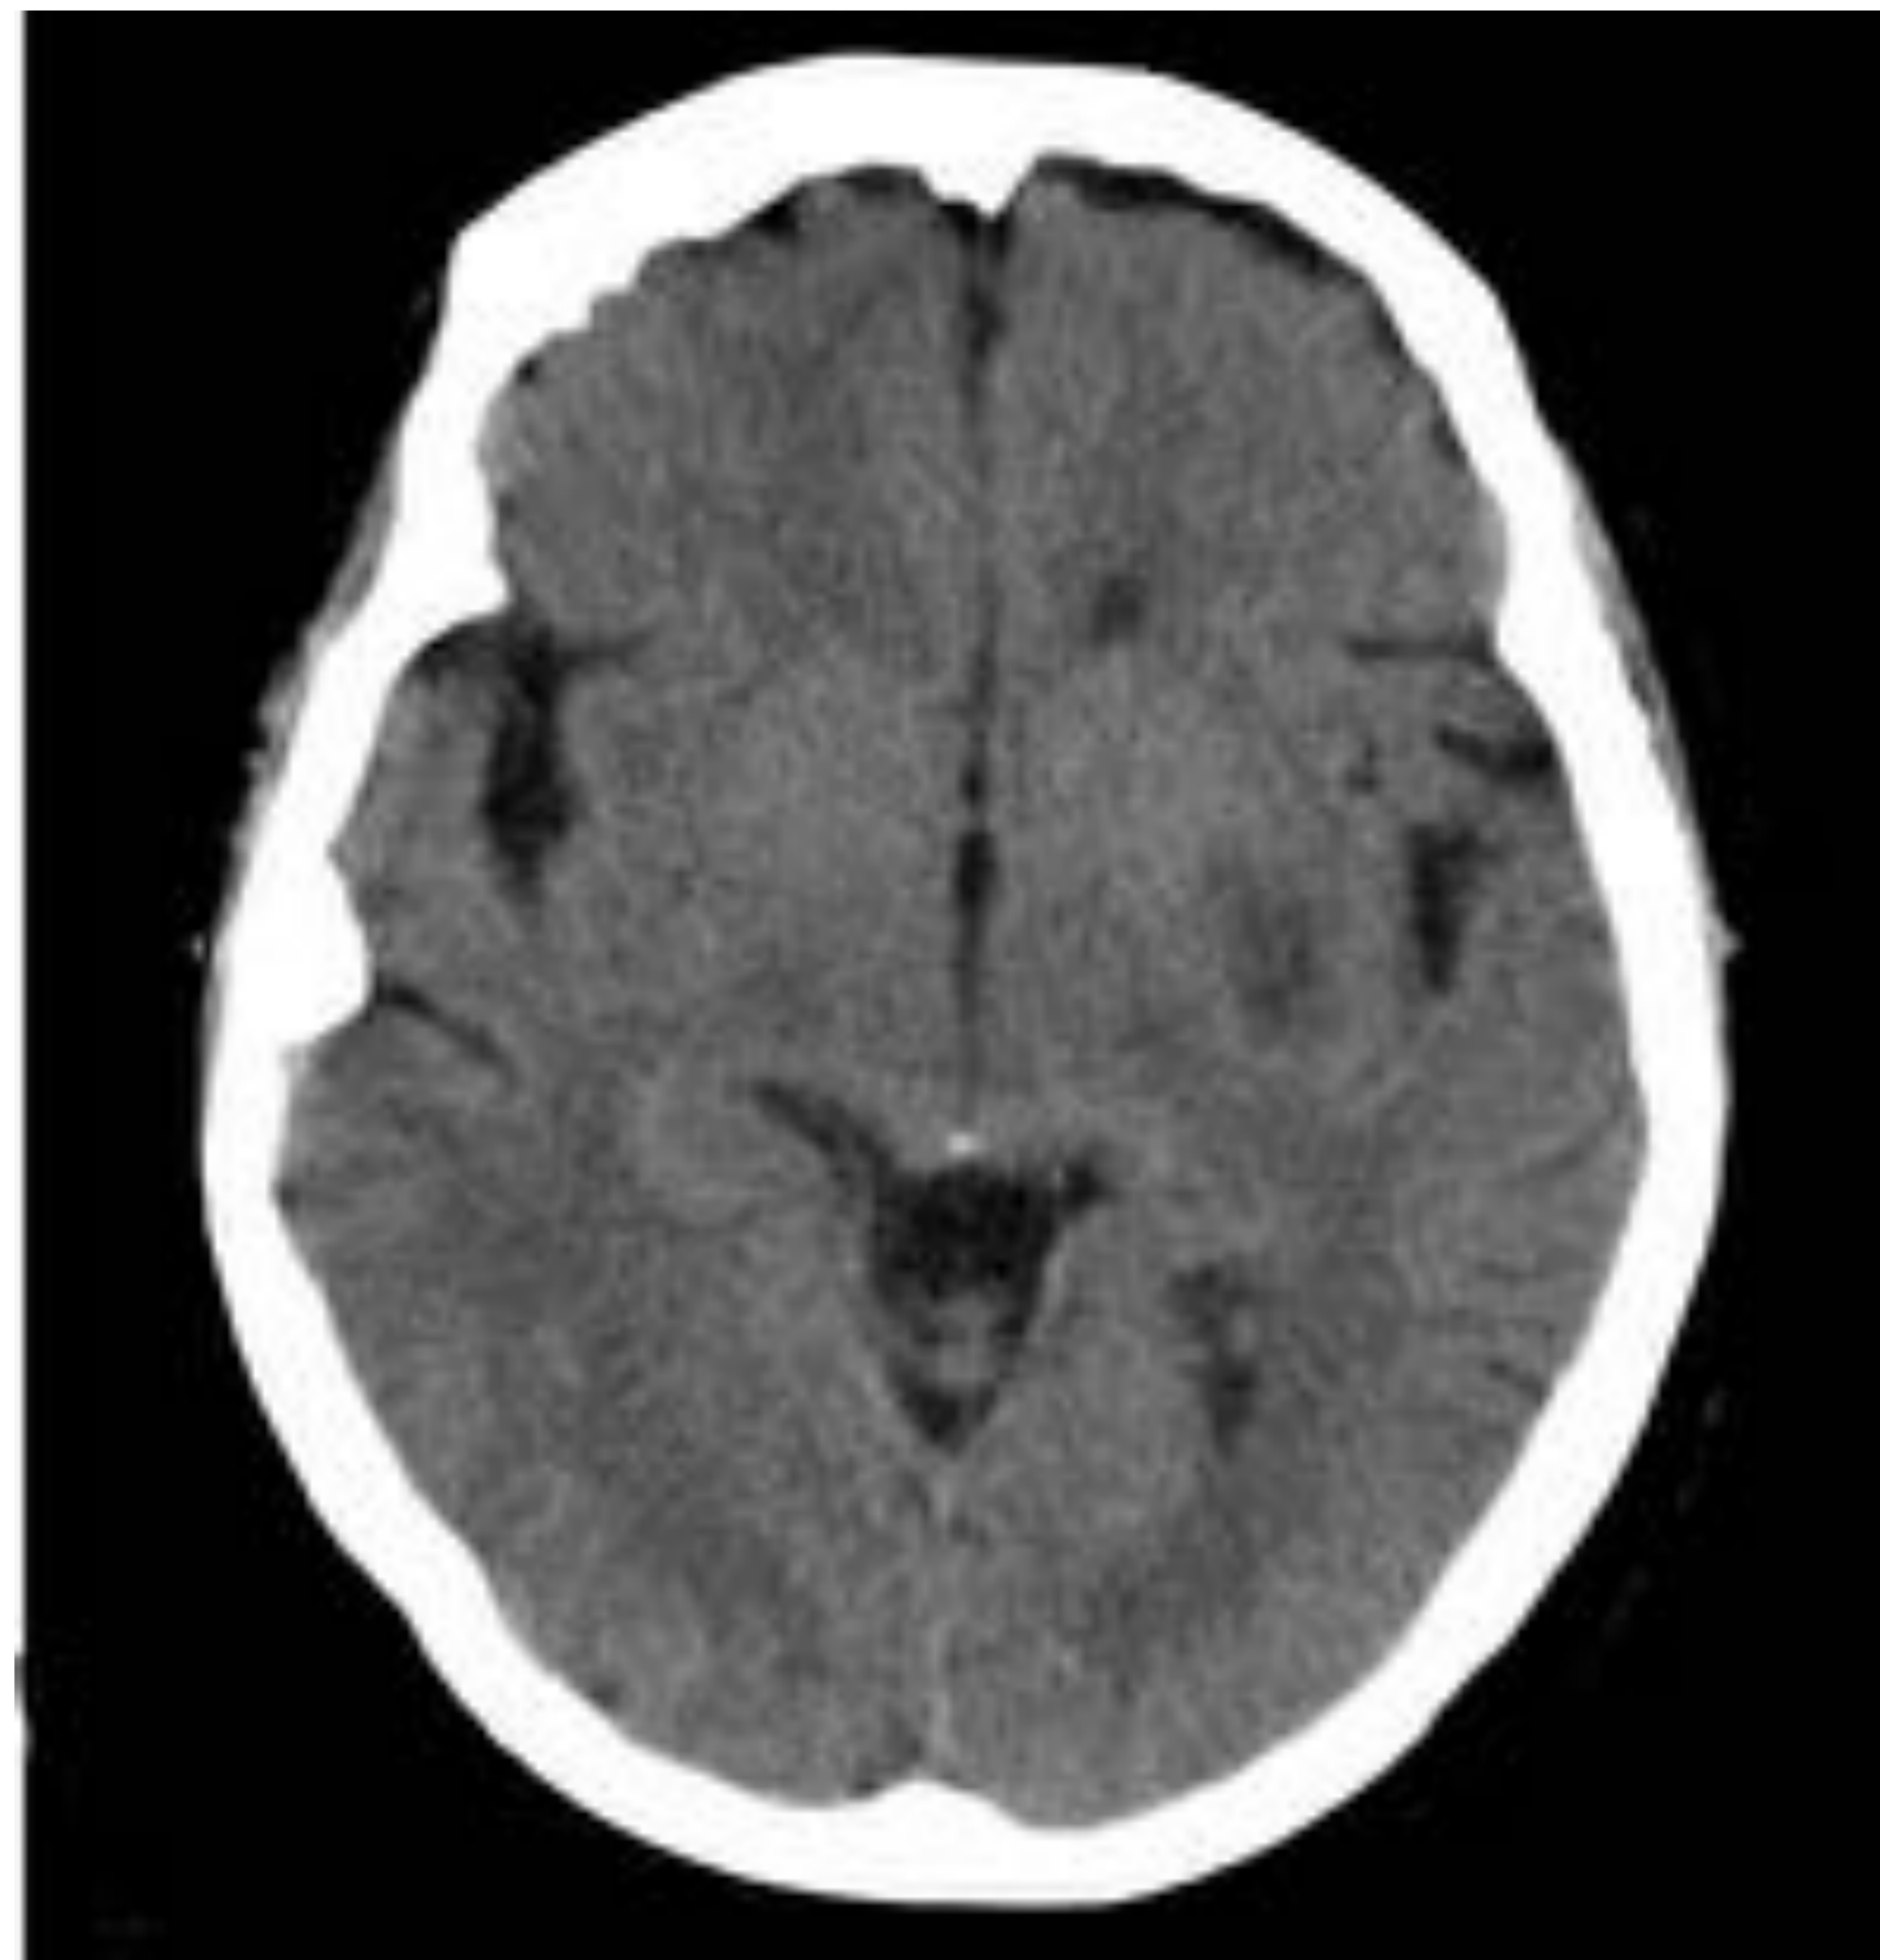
Paciente de 71 años anticoagulada con Dabigatrán por FA que presenta hemiparesia derecha. En el estudio se aprecia tenue hipodensidad en corteza insular, lenticular externa y opercular que cuantificamos en ASPECTS: 6.
